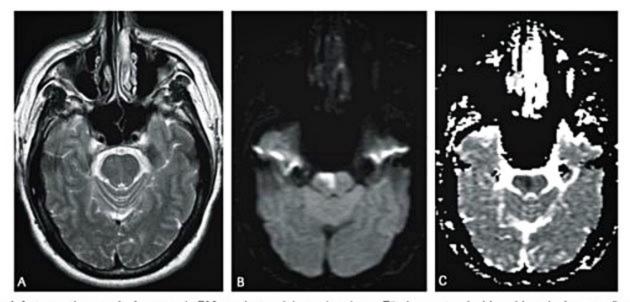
Infarto pontino agudo. Imagem de RM no plano axial, ponderada em T2, demonstra duvidoso hipersinal na porção paramediana direita da ponte (A). Na sequência de difusão, nota-se nítido e exuberante hipersinal na mesma topografia (B), e hipossinal no mapa de difusão por redução dos coeficientes aparentes de difusão (C). Os achados corroboram a existência de restrição à movimentação das moléculas de água na ponte à direita, permitindo o diagnóstico de infarto agudo quando a alteração na sequência T2 ainda é tênue.
